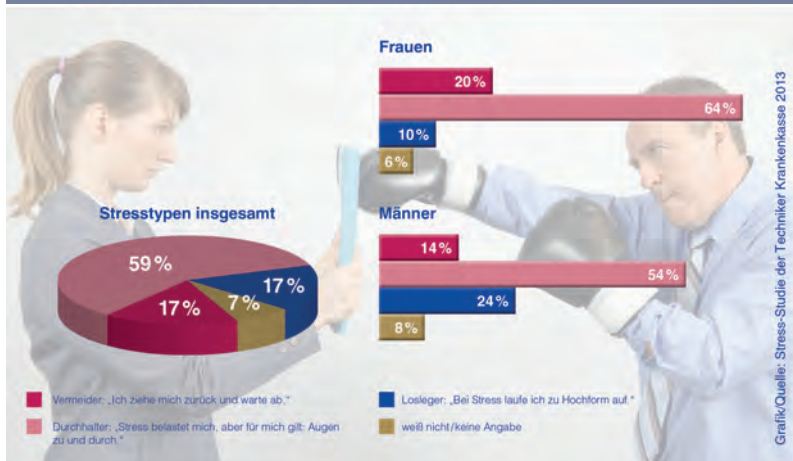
So reagieren die Deutschen auf Stress (TK, 2013)
